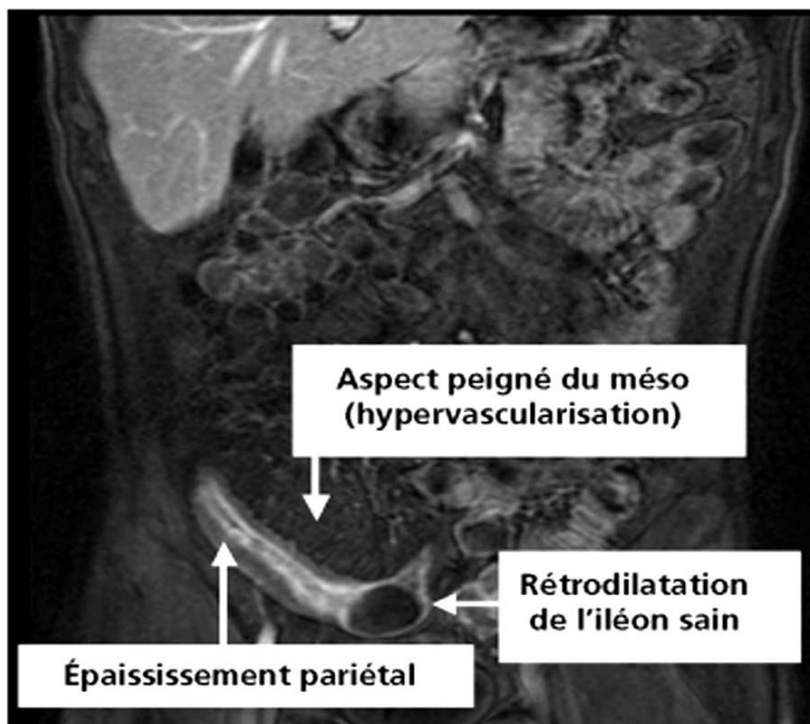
Aspect radiologique (entéro-IRM) d'une maladie de Crohn de l'iléon terminal.
